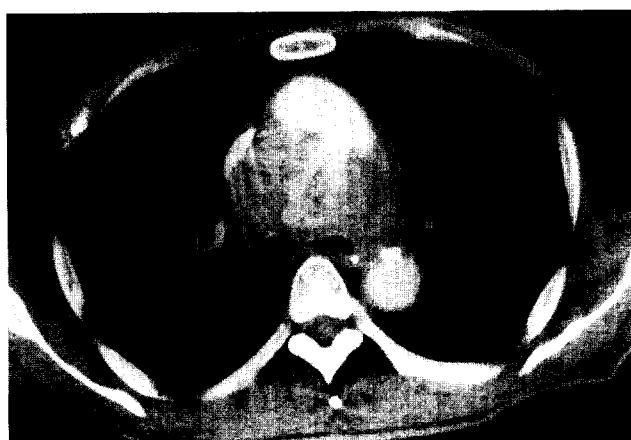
Preoperative chest CT showing huge mediastinal mass compressing the trachea. The mass was contiguous with aortic arch and showed contrast spillage. There was neither dissection nor aneurysmal dilatation of aorta.
